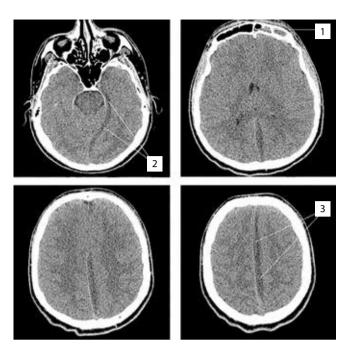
На спиральных компьютерных томограммах больного X. при поступлении выраженный отек головного мозга, патологическое содержимое в левой половине лобной пазухи 1, патологическое скопление гиподенсивного содержимого над наметом мозжечка 2 и в межполушарной щели слева 3
